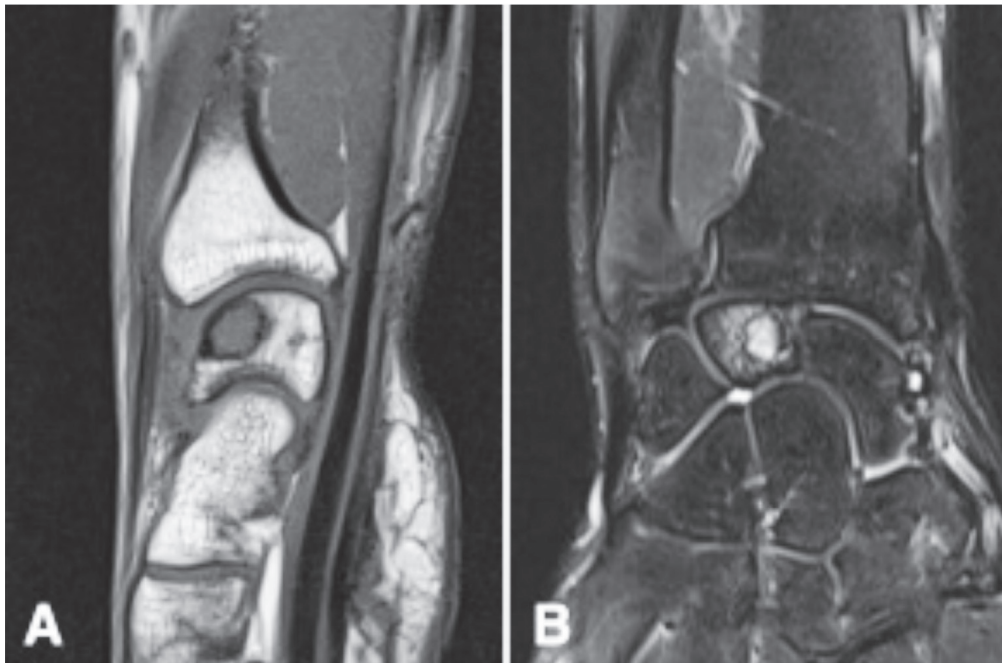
Magnetic resonance image shows well-defined cystic mass with low signal intensity on T1-weighted image (A) and high signal intensity on T2-weighte image (B). Bone marrow edema around mass is also observed.
